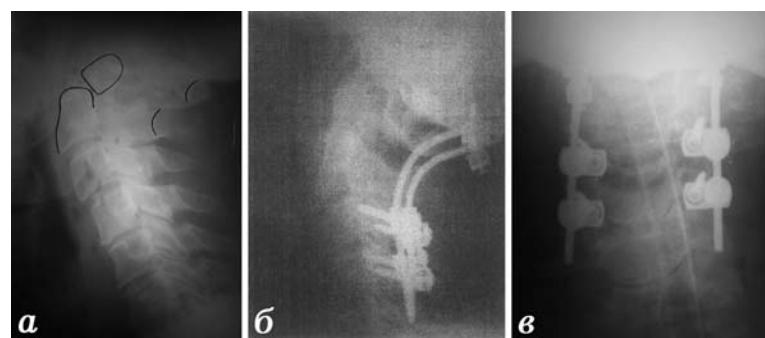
Фотоотпечатки рентгенограмм больного Р., которому выполнен задний мультисегментарный окципитоцервико-торакоспондилодез: а — рентгенограмма в боковой проекции при поступлении; б и в — рентгенограммы в боковой и переднезадней проекциях через 6 мес после операции.
